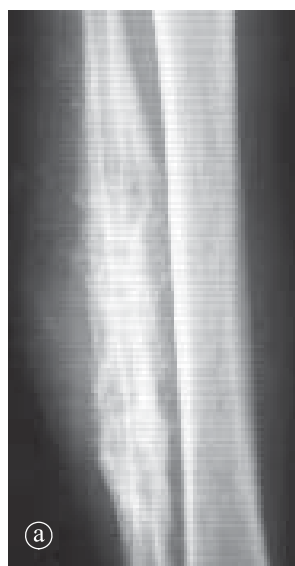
29. Sarcom Ewing peroneu. a) Radiografie gambă AP, b) Secțiune axială CT.
